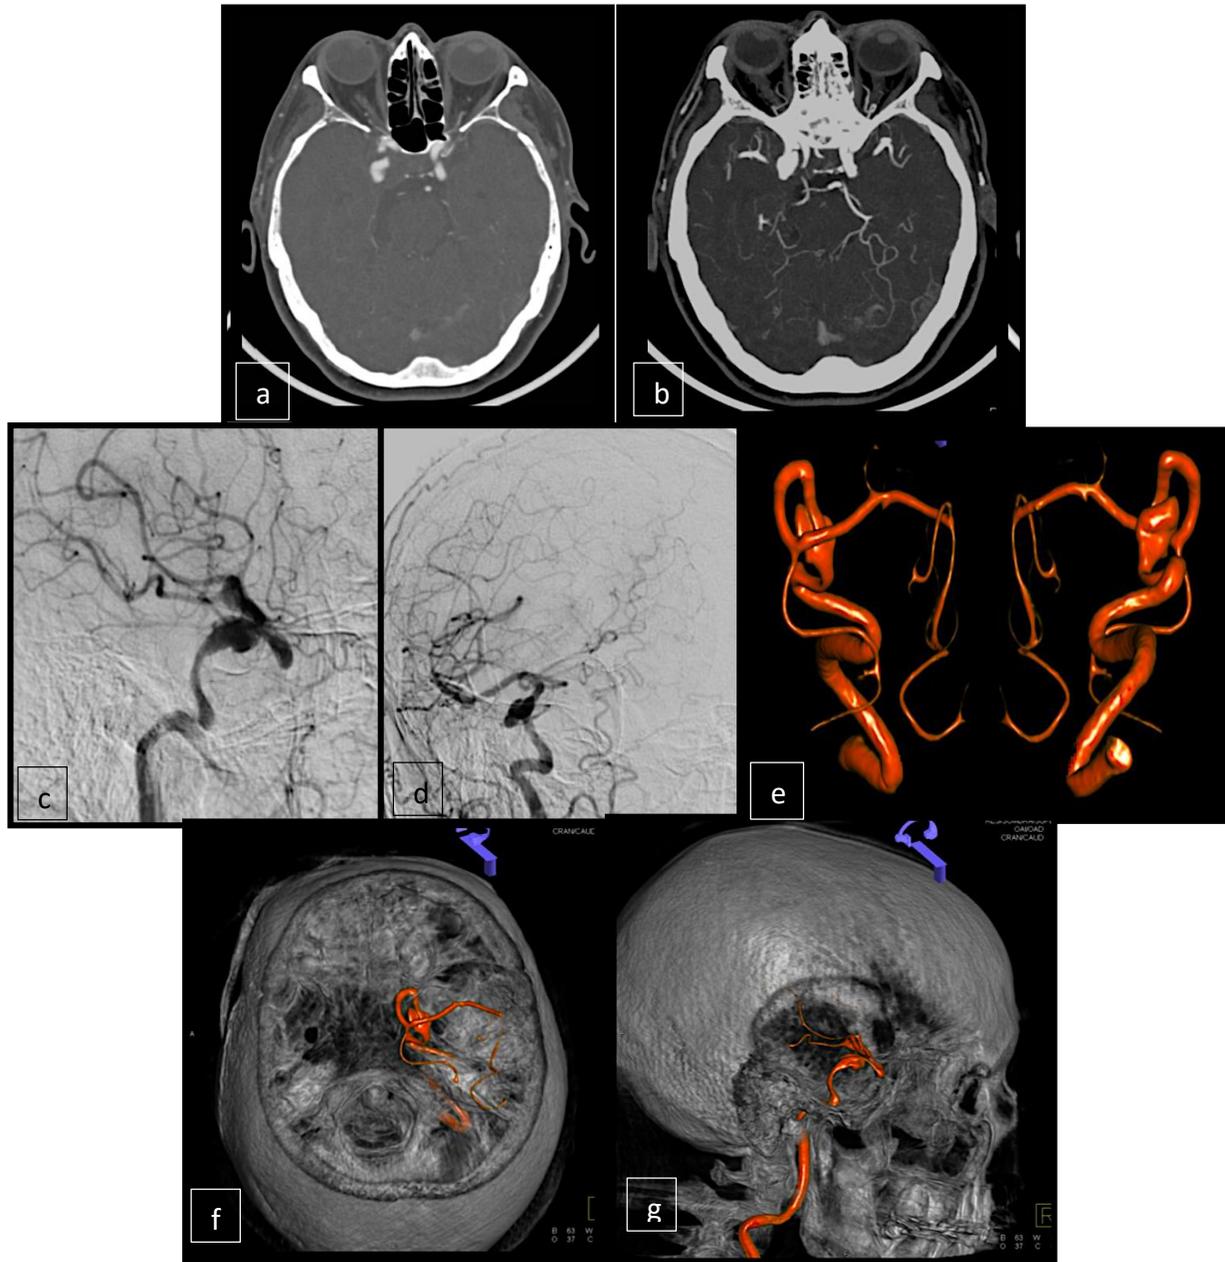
Estudio de angiotomografía cerebral (a) y proyección de máxima intensidad (MIP) (b); así como de angiografía cerebral con sustracción digital (c y d) y reconstrucción 3D (e, f y g) de aneurisma de la carótida interna derecha en segmento cavernoso.
